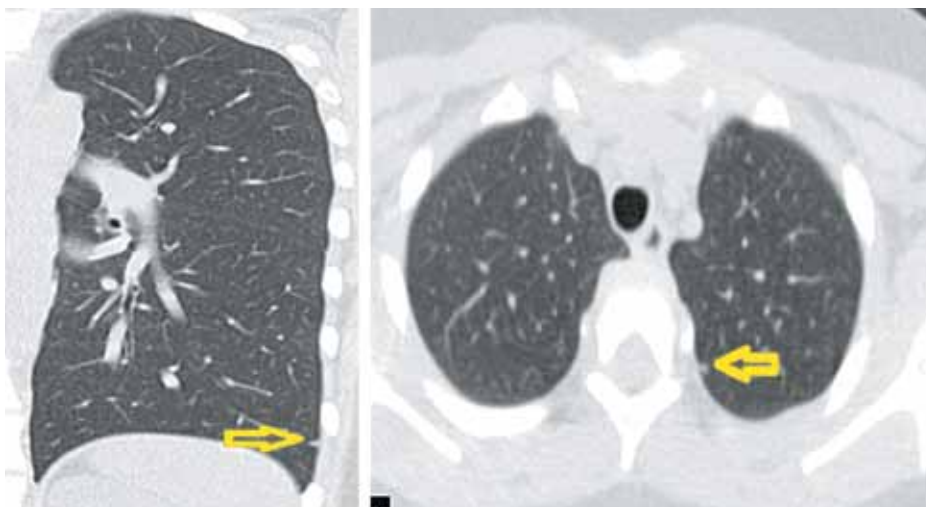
Ошибочная интерпретация данных КТ (очаговоподобные тени). Очень часто очаги до 3 мм диаметром, расположенные на плевре, в общей лечебной сети трактуют как «туберкулезные». На самом деле это отображение внутрилегочных лимфатических узлов или уплотненных междольковых перегородок, что не является патологией.
